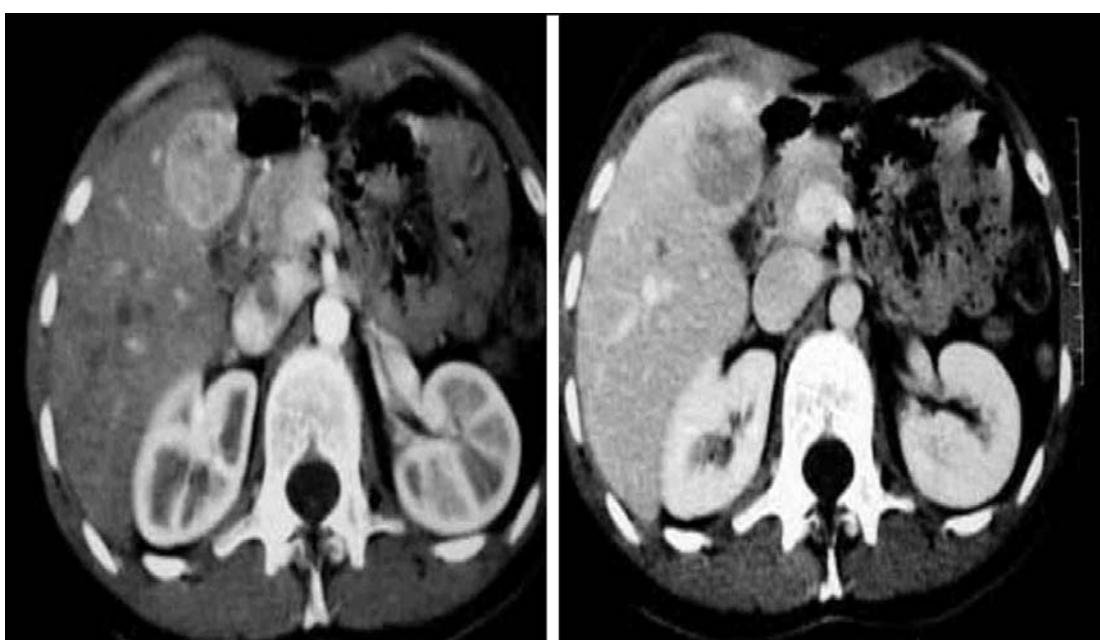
Carcinome hépatocellulaire typique en TDM.
